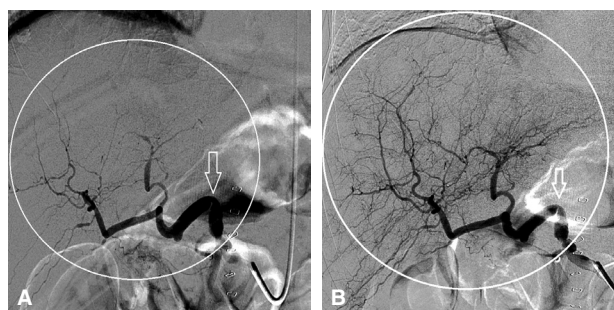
Этапы эндоваскулярного лечения пациента № 3. (А) Значимый изгиб печеночной артерии (стрелка) и признаки обеднения перфузии в трансплантате (выделено кругом). (В) Изгиб находится в первоначальном состоянии (стрелка), улучшение перфузии трансплантата после селективного введения верапамила (выделено пунктирным кругом)
